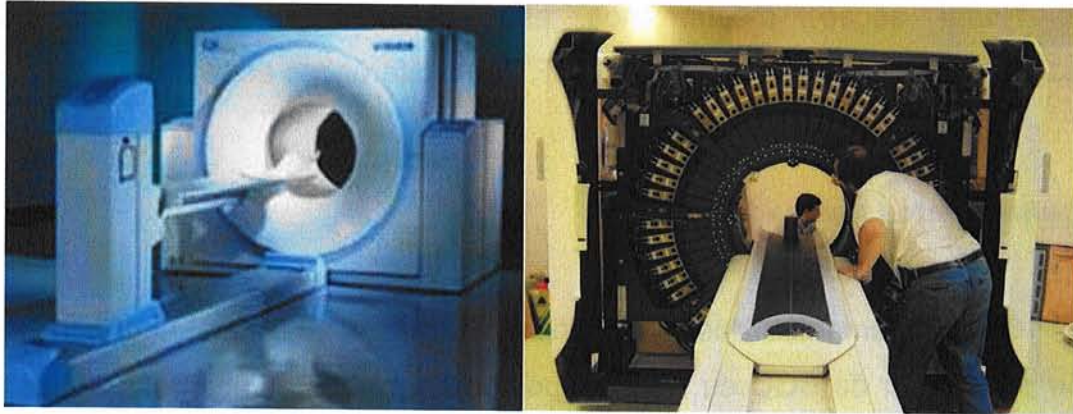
Exemplo de um equipamento dedicado de PET fechado, à esquerda (Siemens Medical Systems), e mostrando a estrutura interna de blocos de detectores dispostos em anéis, à direita (equipamento GE - cortesia do Serviço de Medicina Nuclear e Imagem Molecular – InCor HC/FM-USP).
